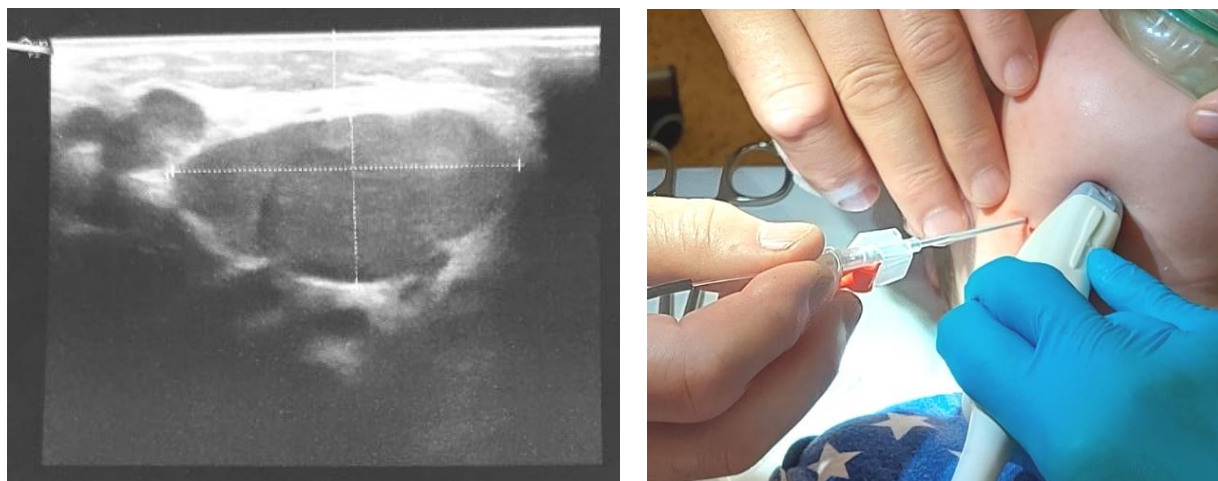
Лазерная коагуляция макрокистозной лимфовенозной мальформации щечной области справа под УЗИ навигацией (наблюдение Т. Б. Людчик)
